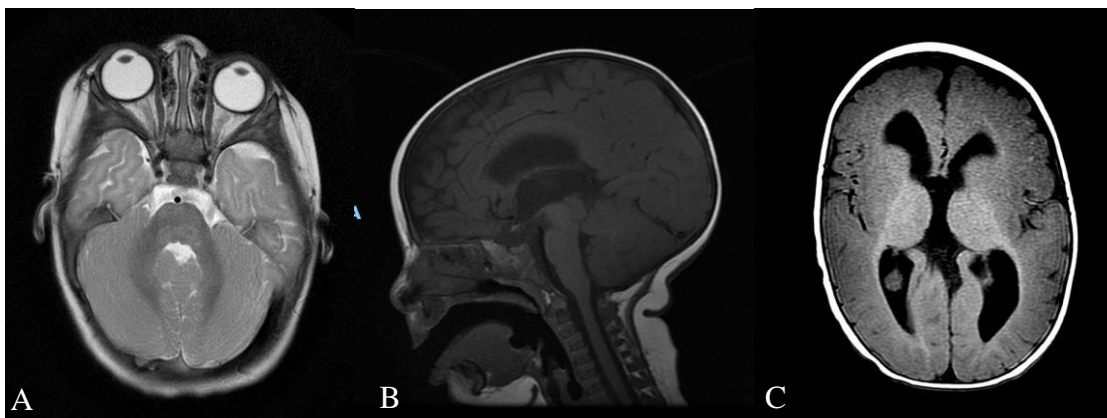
RM de crânio do caso 18.1. Corte Axial T2 (A) evidenciando discreta assimetria da ponte, alteração da sulcação e foliação em hemisférios e principalmente no vermis cerebelar. (B) Corte Sagital T1 mostrando hipoplasia de tronco encefálico, com espessamento relativo do tecto mesencefálico e afilamento de corpo caloso. (C) Corte Axial T1 evidenciando a fusão dos núcleos estriados bilateralmente
